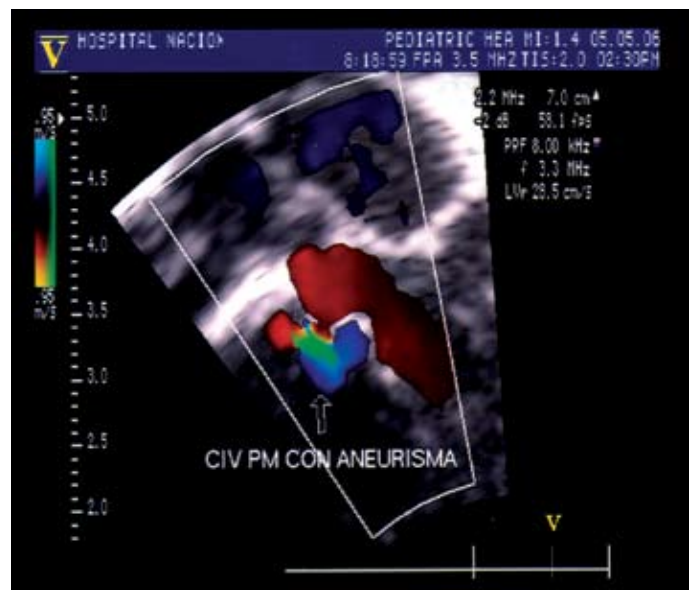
Comunicación interventricular de tipo perimembranosa examinada con mapeo Doppler color.
